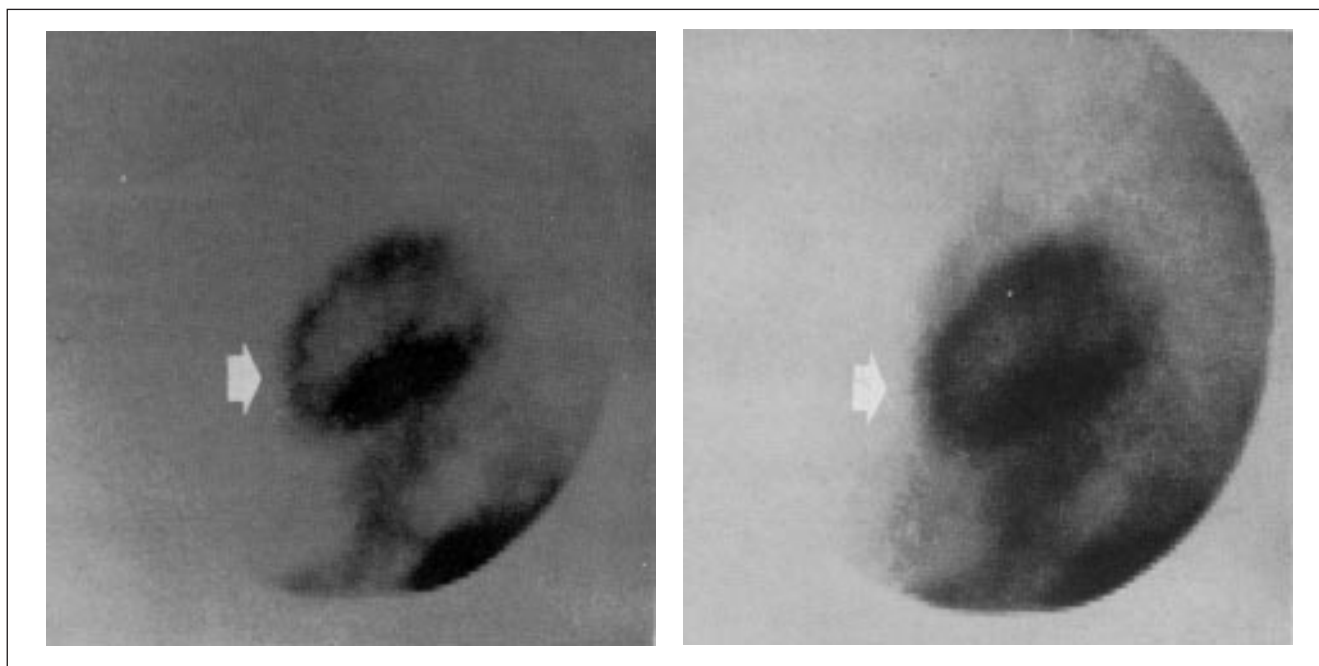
Imagens obtidas pré e pós-aterectomia (respectivamente A e B), através da injeção de 25 mCi de TC — isonitrila no pico do esforço, evidenciando nítida melhora da perfusão em parede anterior, pós aterectomia.
